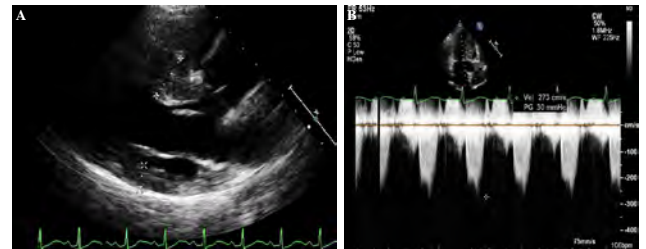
(A) Transthoracic echocardiography image showing septal and posterior wall thicknesses. (B) Transthoracic echocardiography image showing resting left ventricular outflow tract peak gradient.
